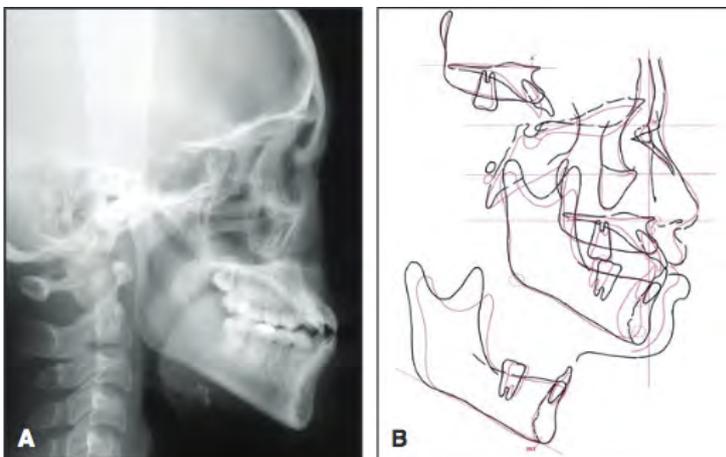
A : Téléradiographie de début de traitement. B : Analyse céphalométrique comparant la morphologie cranio-faciale de la patiente avec la norme d'une femme adulte japonaise (54)
